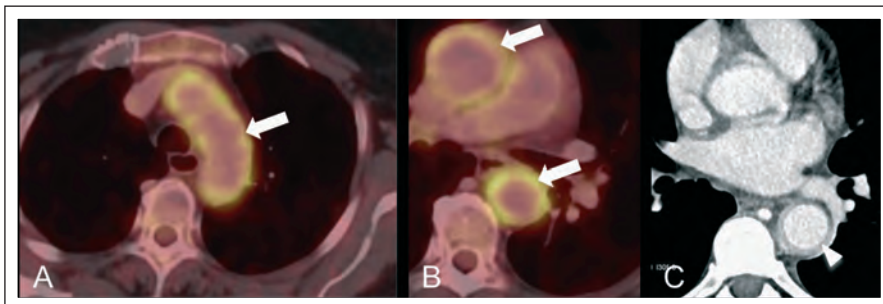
18-FDG-PET-CT einer 61-jährigen Patientin mit therapienaiver Riesenzellarteriitis mit Nachweis der Mehranreicherung des Radiotracers (Pfeile) in Aortenbogen (a) sowie Aorta ascendens und descendens (b). CT-morphologisch ist bereits die deutliche konzentrische Verdickung (Pfeilspitze) der Wand der Aorta descendens auffällig.
